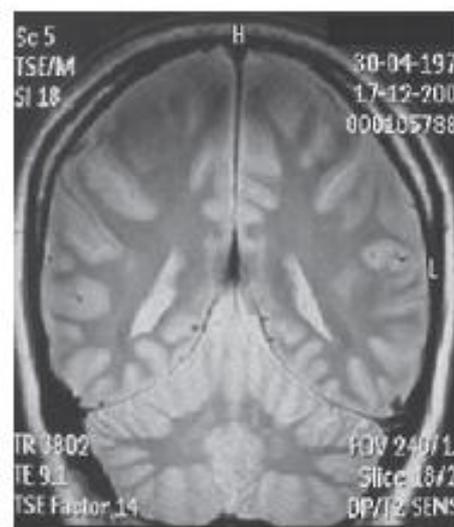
MRI of the Head Showing Reabsorption of the Hematomas 52 Days After the Diagnosis.
